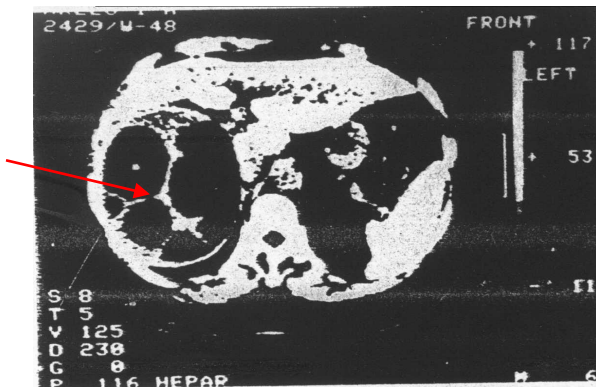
КТ печени. Множественный эхинококкоз печени
